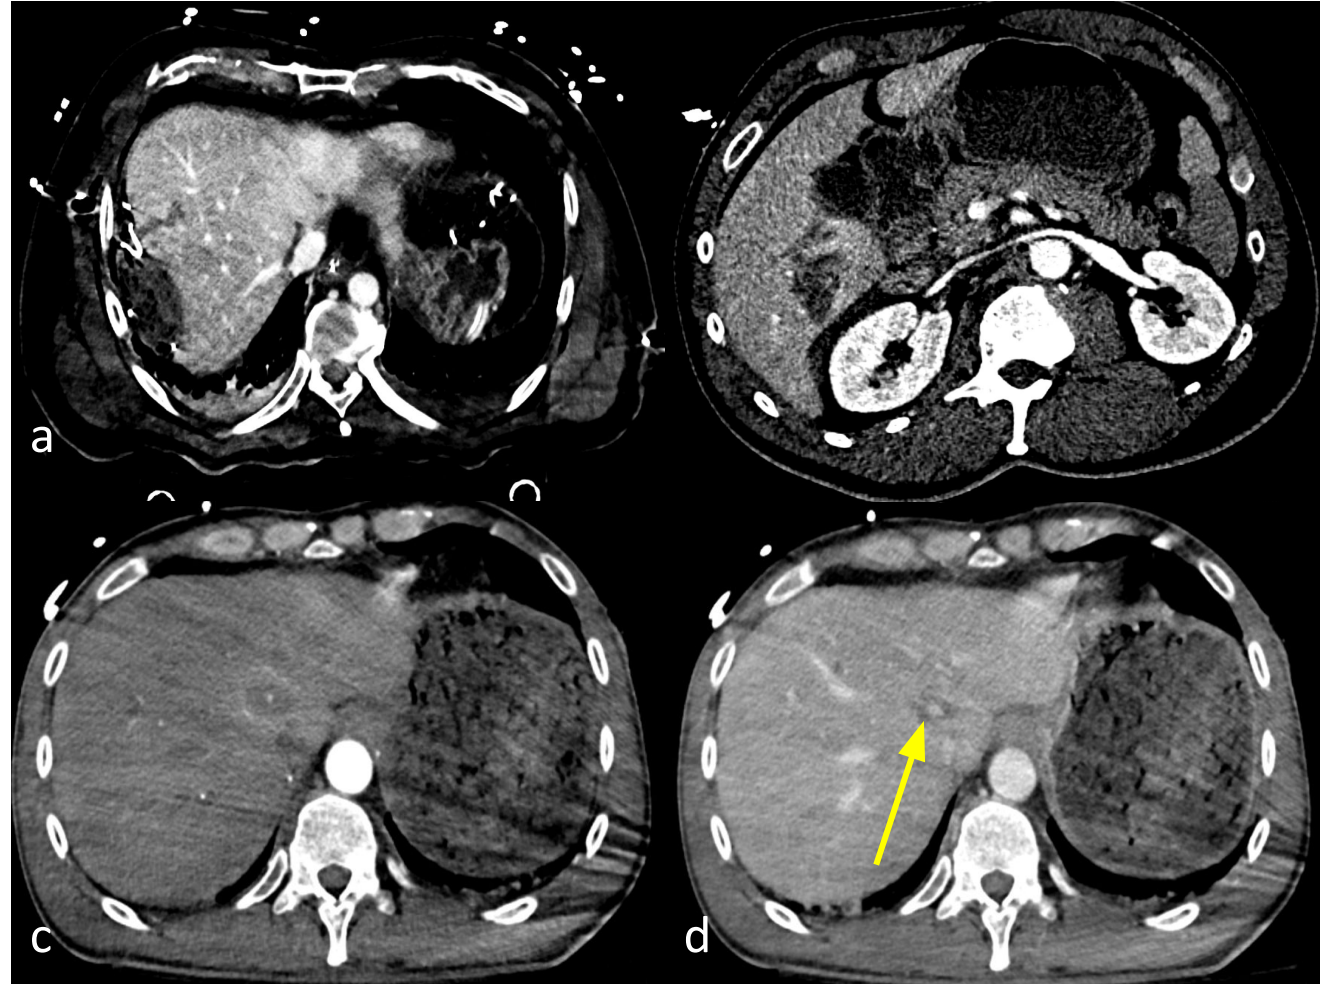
a) TC axial: laceración hepática lineal de ~4 cm en segmento VIII, sin sangrado activo (AAST III). b) TC axial: laceración hepática anfractuosa en segmentos V–VI(AAST III). c–d) TC multifásica axial: laceraciones hepáticas en segmentos IVA y III, con focos de sangrado intraparenquimatoso (flecha) (AAST III).
